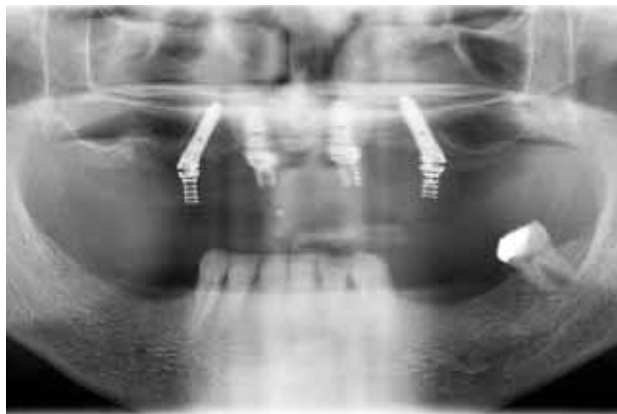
補綴物のパッシブフィットが得られていないことを示すパノラマX線写真。
